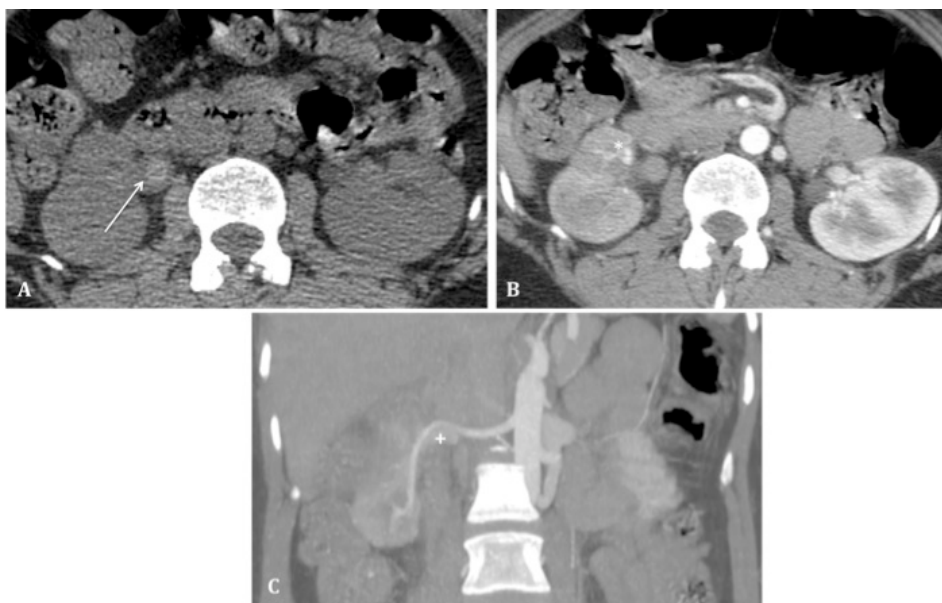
Abdomen CT on the day of admission. (A) Unenhanced CT axial view demonstrating blood in the right collecting system (arrow). Enhanced CT (B) axial view and (C) MIP coronal view, during the corticomedullary phase showing assymetry perfusion between the kidneys and enhancing tangle of vessels involving the right inferior pole (*) with early renal vein opacification (+).
